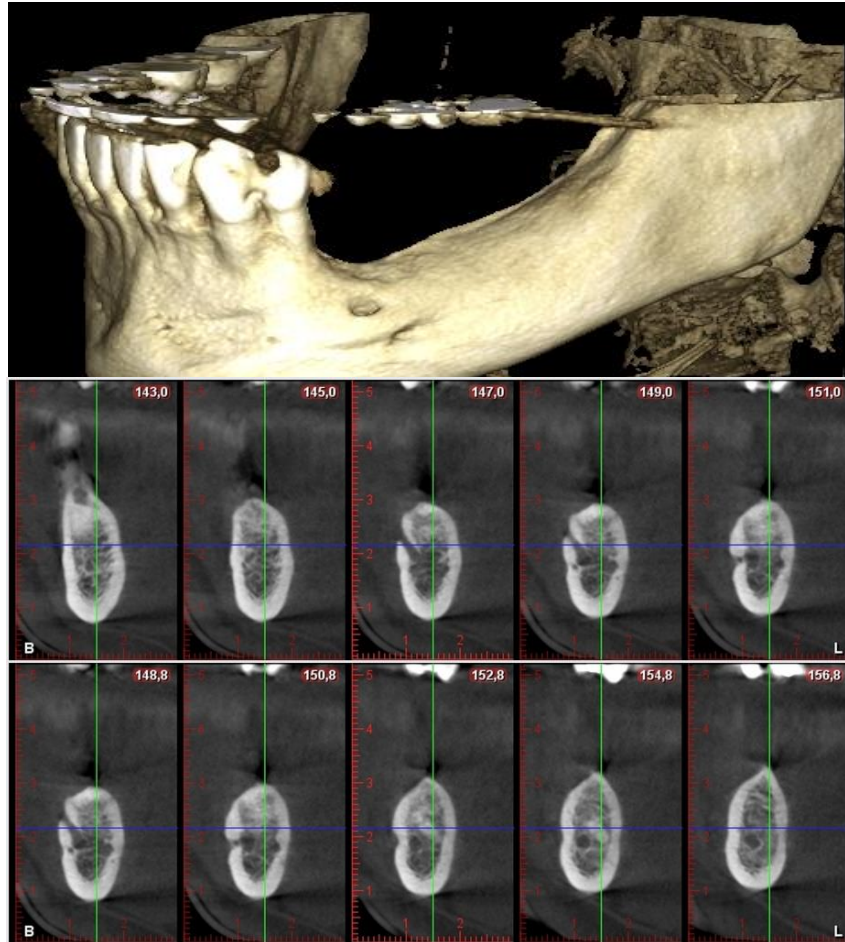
Presencia de un foramen mentoniano accesorio en la hemimándibula derecha en una reconstrucción 3D de imágenes de tomografía computarizada de haz cónico.
